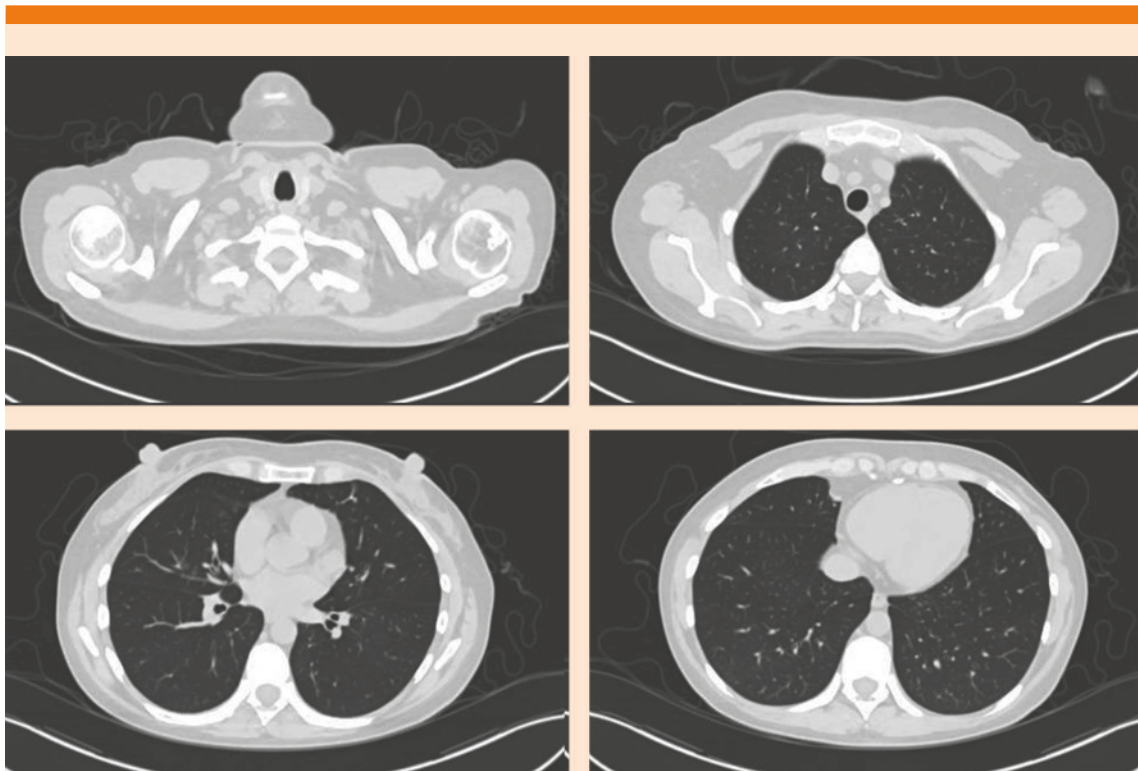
Tomografía simple de tórax: las estructuras vasculares del mediastino tienen trayecto y calibre normales. El pericardio y corazón son de características normales. Los pulmones están adecuadamente expandidos, el parénquima pulmonar se observa sin zonas de neumonía.
